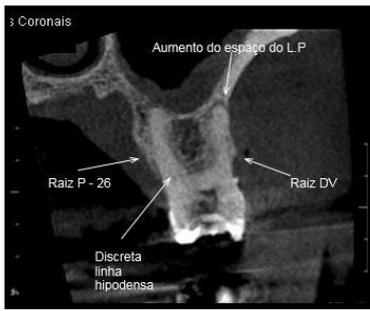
Tomografia computadorizada cone beam em corte parassagital apresentando o dente 26. Pode-se observar as lesões pequenas em região periapical das raízes palatina e disto vestibular, como também, a apresentação de uma tênue linha hipodensa caracterizando uma trinca, a qual estimulava a sensação de dor no paciente.
